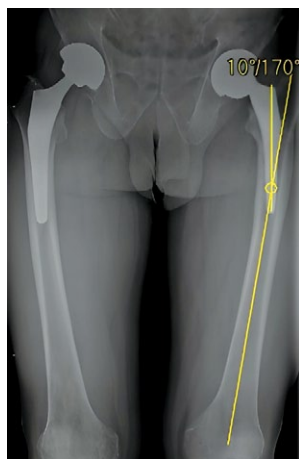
Обзорная рентгенограмма тазобедренных суставов с полным захватом бедренных костей; слева — варусная установка бедренного компонента 10°
